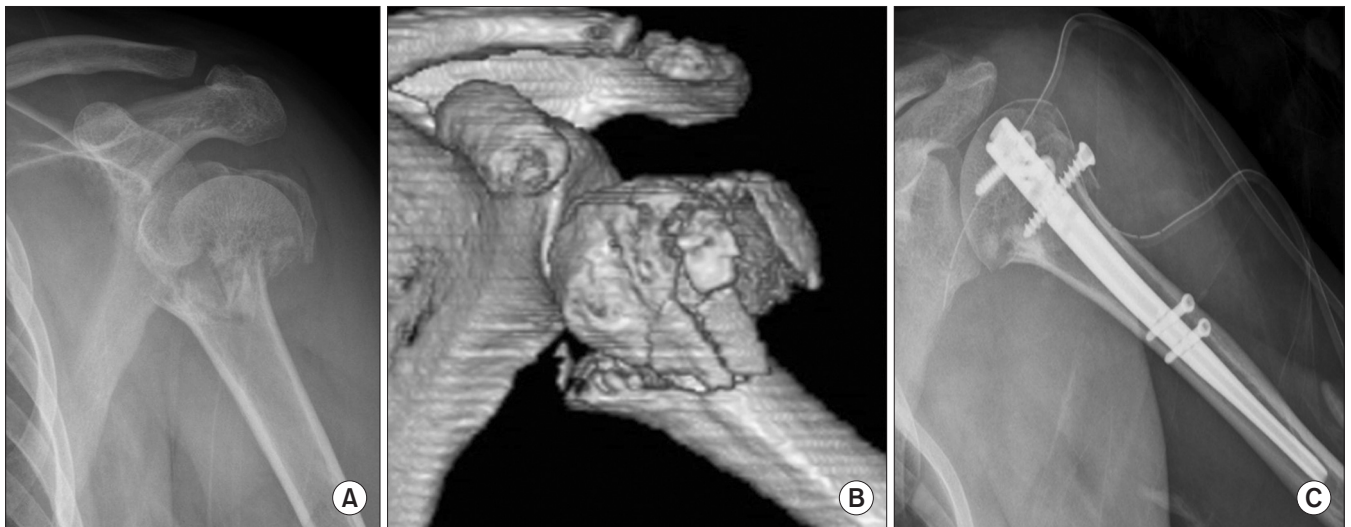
(A) A fracture of proximal humerus after a fall down. (B) Three-dimensional computed tomography reconstruction. (C) Closed reduction and internal fixation with an intramedullary nailing.
